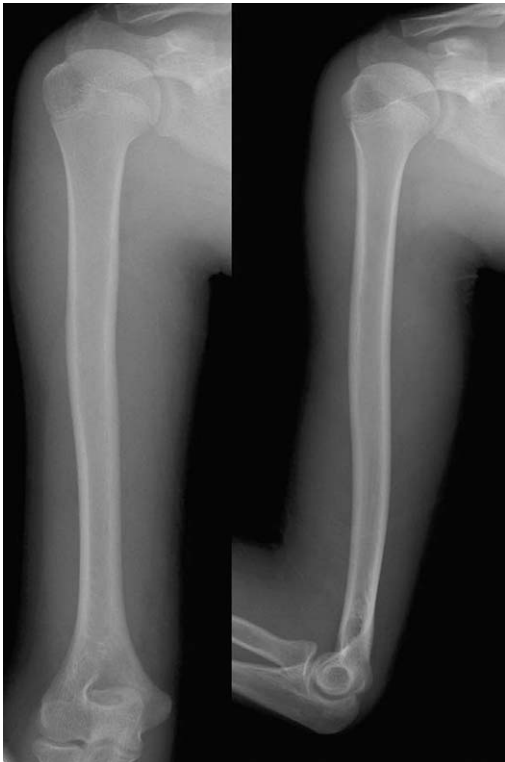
Plain radiographs of humerus show no abnormalities on soft tissue and bone.
